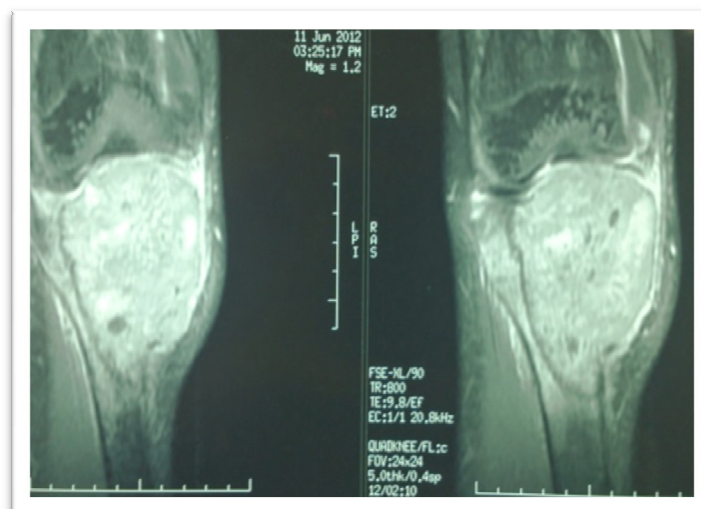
IRM du genou droit montrant une lésion tumorale au niveau de l'EST (cas 12).
